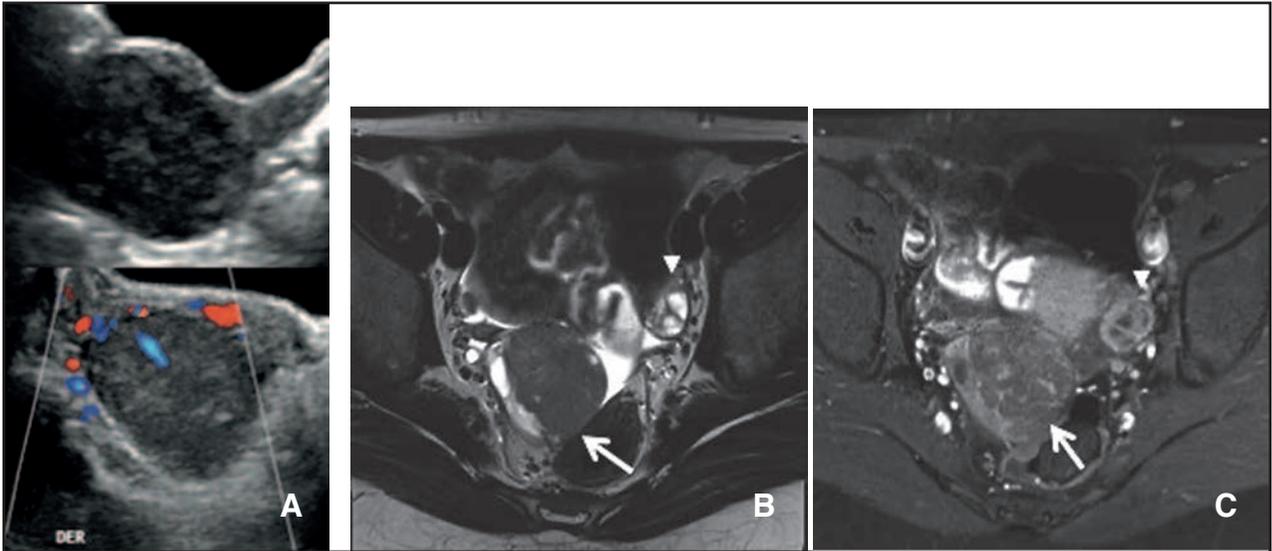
Niña de 10 años en estudio por pubertad precoz. (a). US muestra masa ovárica derecha sólida, hipocogénica y vascularizada al estudio con Doppler color. (b). Corte axial T2, muestra masa sólida ovárica derecha (flecha), hipointensa, hay parénquima ovárico remanente normal. El ovario izquierdo (cabeza de flecha) es normal. (c). Corte axial T1 con contraste, muestra captación en toda la lesión (flecha), ovario izquierdo muestra realce normal (cabeza de flecha). La cirugía demostró tumor de células de la teca granulosa.
